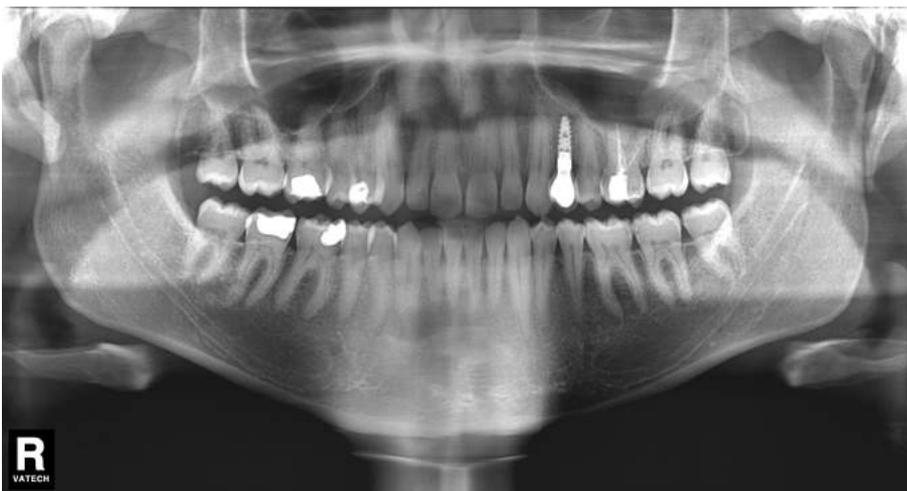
Ortopantomografia final.
